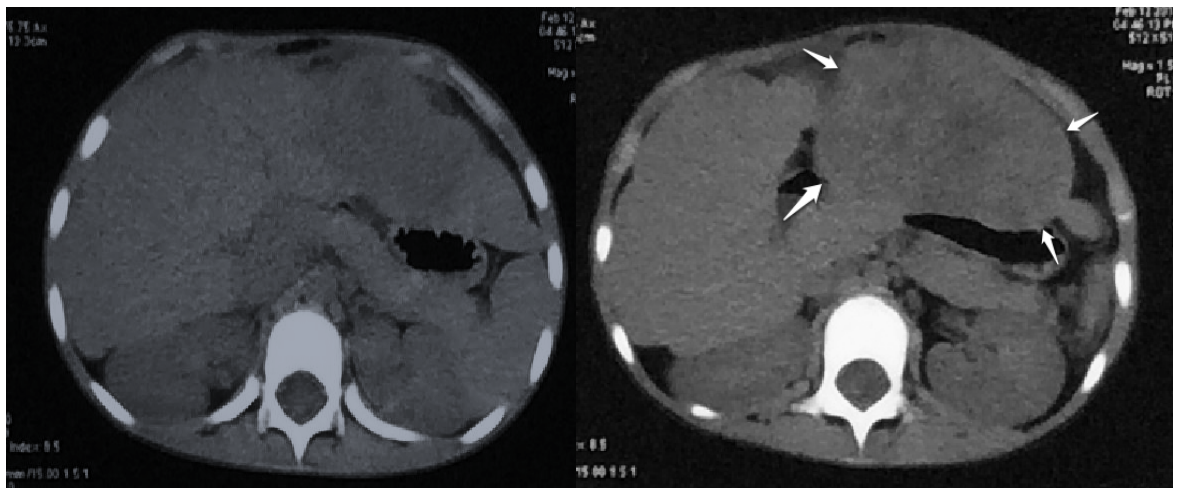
TDM abdominale sans injection chez une fille de 6 ans, présentant un HEE, foie augmenté de taille avec masse appendue du foie gauche (flèches), isodense spontanément, avec refoulement de l'estomac.
